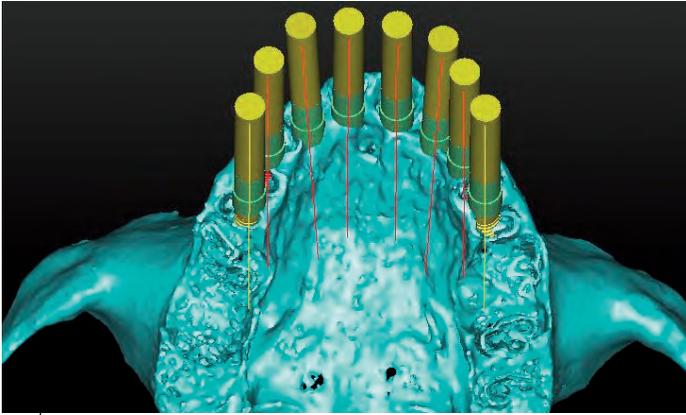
Nach dem CT-Scan werden alle Daten in der Simplant Software zusammengeführt und dreidimensional „gematcht“. Im Bild sind die geplanten 8 Implantate im Knochen mit einer virtuellen Achsverlängerung zu sehen.
